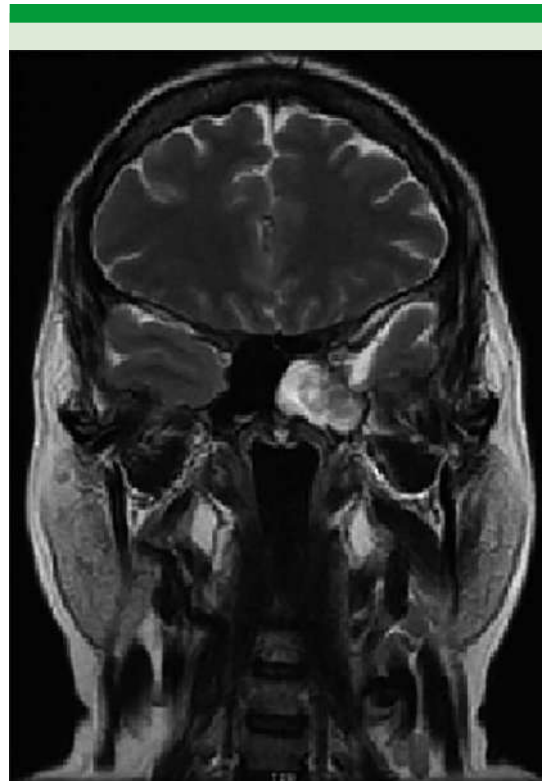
Resonancia magnética de cráneo coronal T2. Meningoencefalocele temporal que ocupa el seno esfenoidal.
